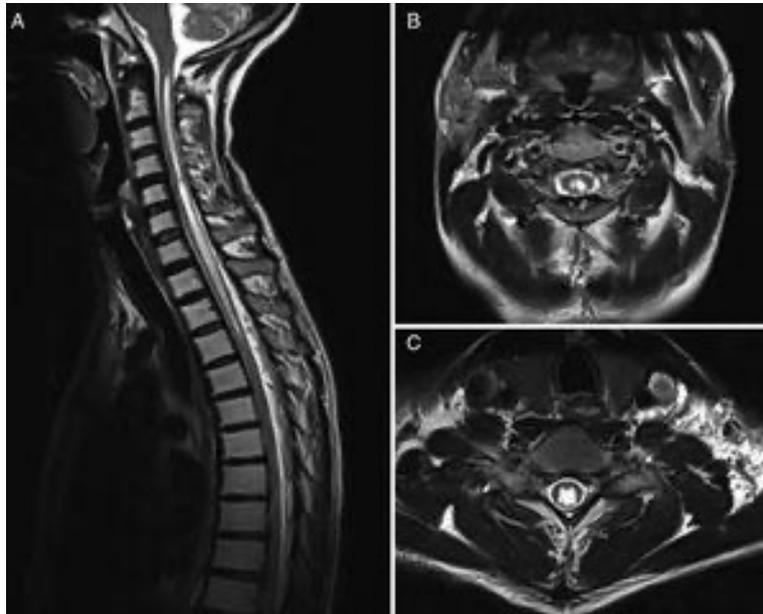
A) Resonancia magnética de columna cervical en secuencia T2, corte sagital, se muestra una lesión hiperintensa, sugestiva de siringomielia. Fuente: Giner, J. Rev. Sociedad Española de Neurología .2020. <https://acortar.link/JCCygr> (34).
